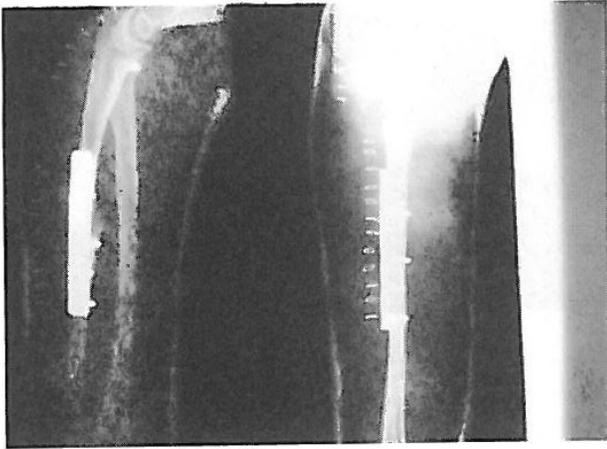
Radiografía: fijación de la fractura cubital con placa de Müller y de la cúpula radial con tornillo (vistas lateral y caudal).
